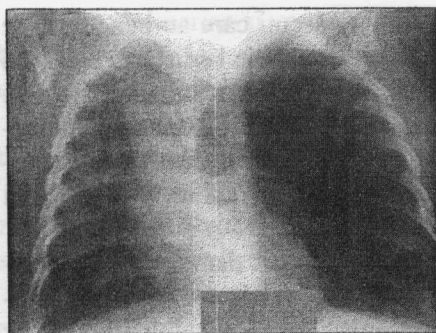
Copilul V. Radiografia cutiei toracice. Hipertransparența lobului superior pe stânga, deplasarea mediastinului contralateral și comprimarea lobului inferior stâng, asimetria cutiei toracice și spații intercostale largite pe stânga.
